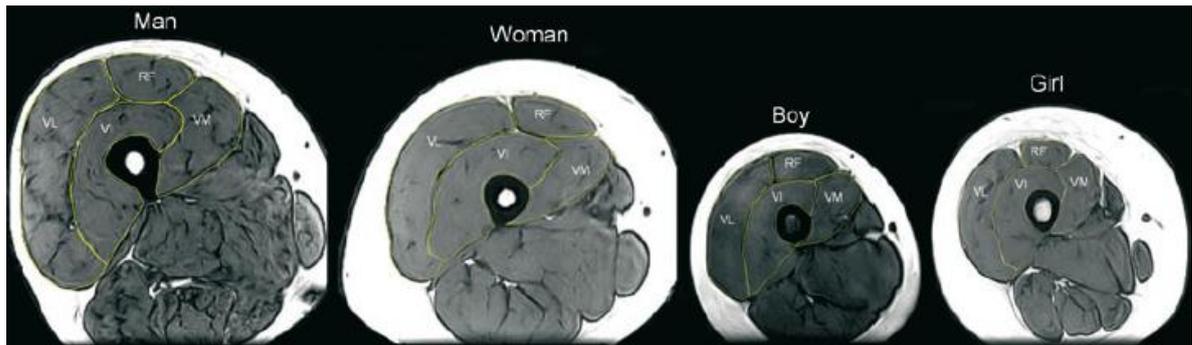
Beispiele für axiale MRT-Aufnahmen der Oberschenkelmuskulatur auf Höhe der mittleren Femurlänge im Vergleich zwischen Kindern und Erwachsenen (ohne genaue Altersangabe). Die einzelnen Komponenten des M. quadriceps femoris (RF = Rectus femoris, VL = Vastus lateralis, VM = Vastus medialis, VI = Vastus intermedius) sind farblich hervorgehoben. Abbildung aus (O'Brien et al., 2010).
